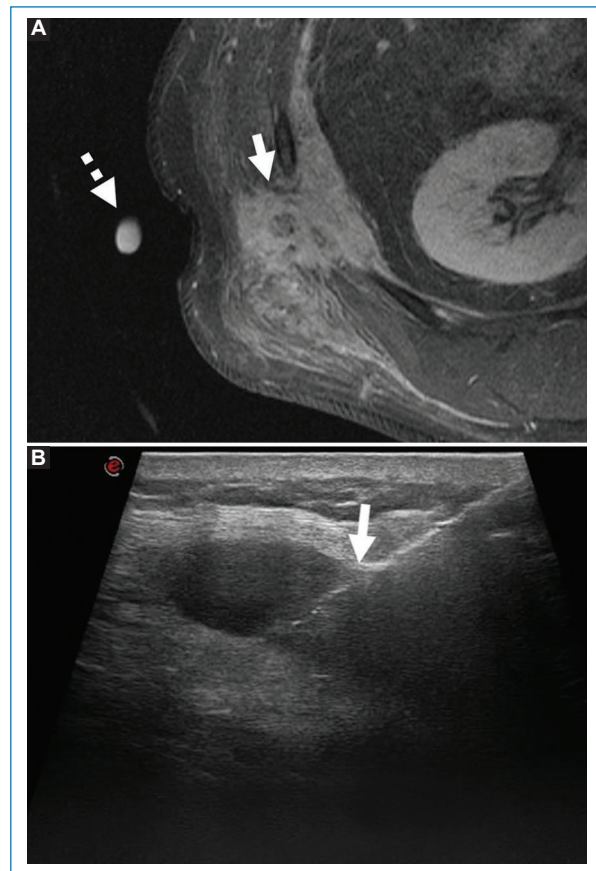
Hombre de 61 años en estudio por sospecha de recaída de mesotelioma epitelial. A: resonancia magnética, secuencia ponderada en T1 FAT-SAT en plano axial, con contraste endovenoso demuestra masa de contornos irregulares con realce que se extiende desde la pared costal hacia el tejido celular subcutáneo (flecha), nótese el marcador cutáneo en área de interés (flecha rayada). B: biopsia dirigida por ecografía de masa hipoeecogénica con aguja de corte semiautomática 14 G en forma directa (flecha). Diagnóstico final: mesotelioma epitelial.
